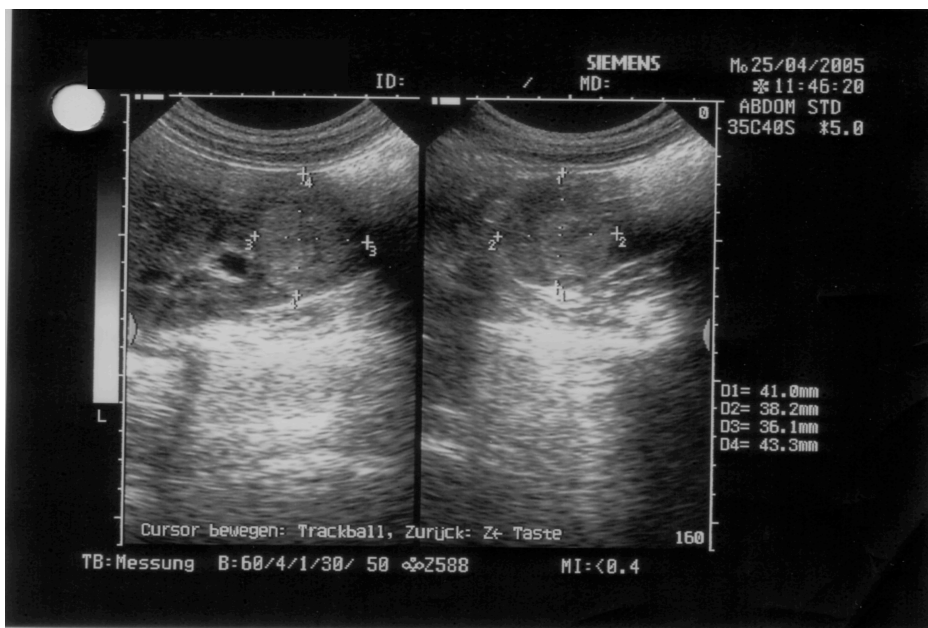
Sonographische Darstellung eines exophytischen Nierenzellkarzinoms (Abbildung: Klinik für Urologie der Universität Regensburg).
